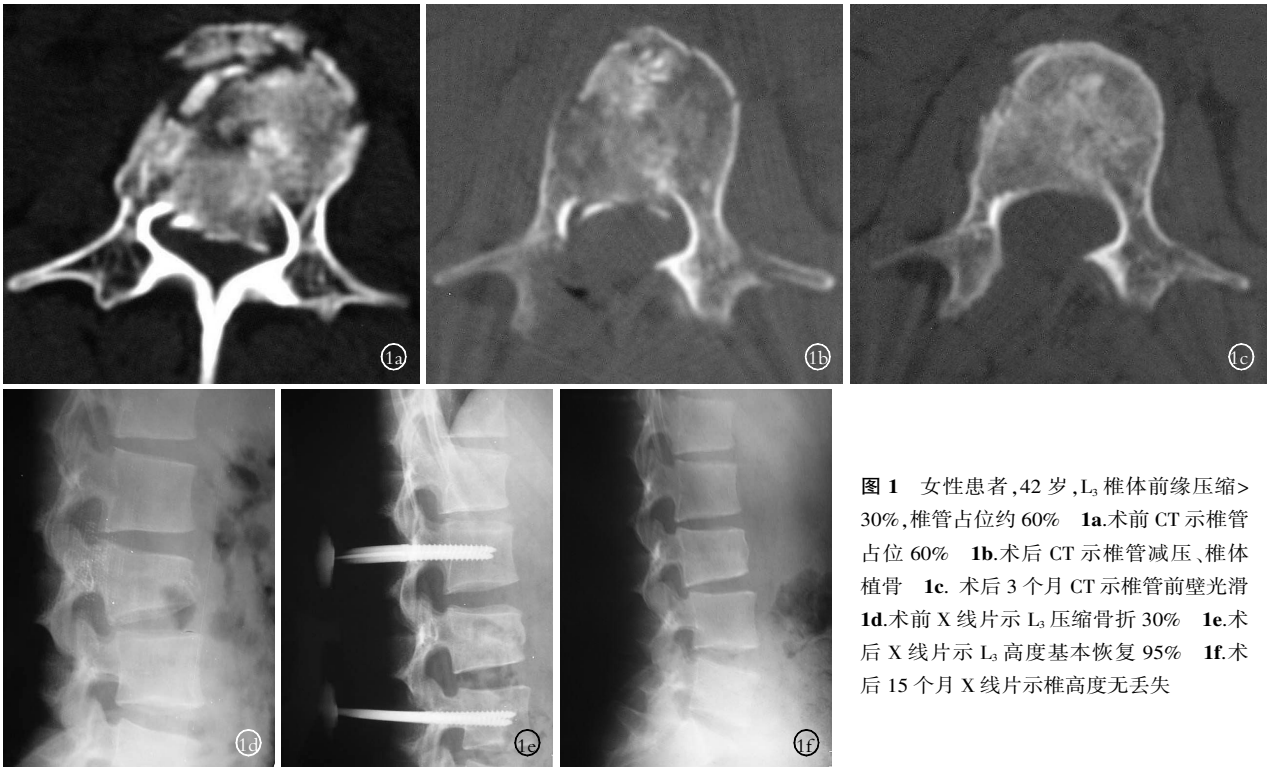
女性患者,42 岁,L₃ 椎体前缘压缩>30%,椎管占位约 60% 1a.术前 CT 示椎管占位 60% 1b.术后 CT 示椎管减压、椎体植骨 1c. 术后 3 个月 CT 示椎管前壁光滑 1d.术前 X 线片示 L₃ 压缩骨折 30% 1e.术后 X 线片示 L₃ 高度基本恢复 95% 1f.术后 15 个月 X 线片示椎高度无丢失
